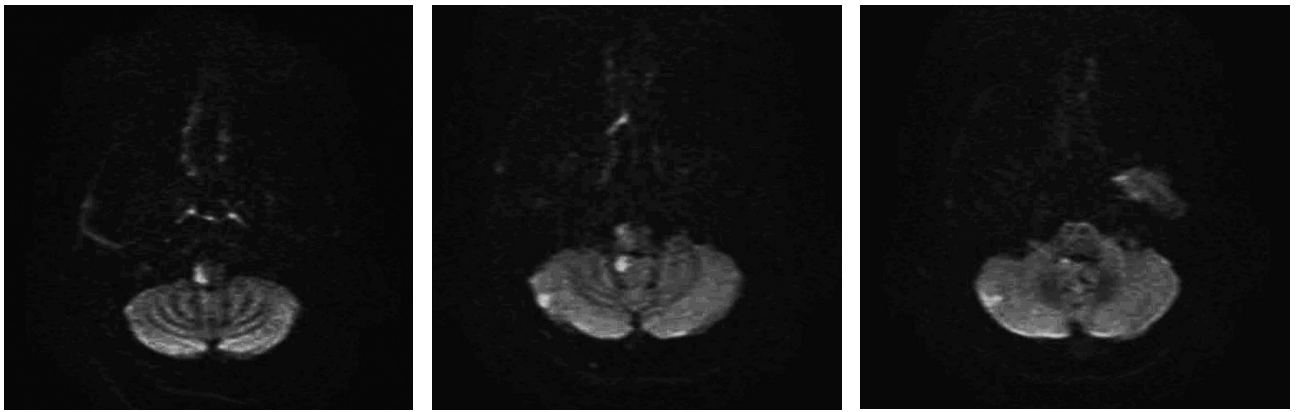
МРТ головного мозга, DWI-изображения: округлые гиперинтенсивные очаги в продолговатом мозге справа, варолиевом мосту справа, полушарии мозжечка справа, черве мозжечка справа
